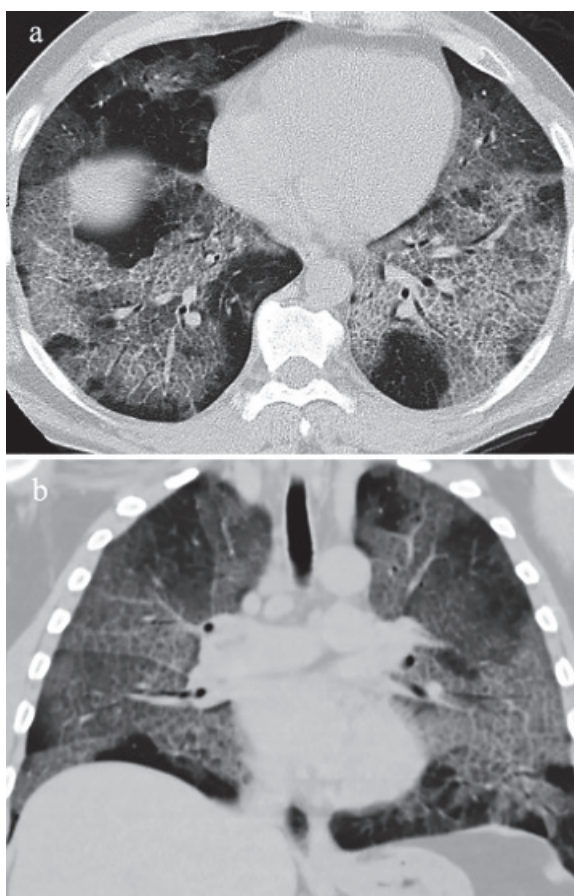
КТ хворого Б., 51 року, ЛАП: ретикулярність на фоні «матового скла», що формує «crazy paving»-патерн; а) аксіальний зріз та б) поздовжня фронтальна реконструкція.
